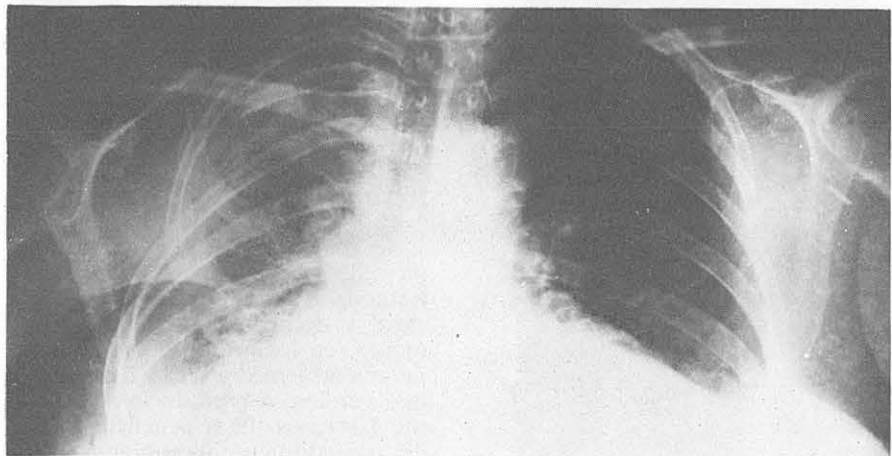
Radiografía postoperatoria del enfermo M.C. (fig. 1). Se aprecia la reexpansión completa del pulmón derecho.
